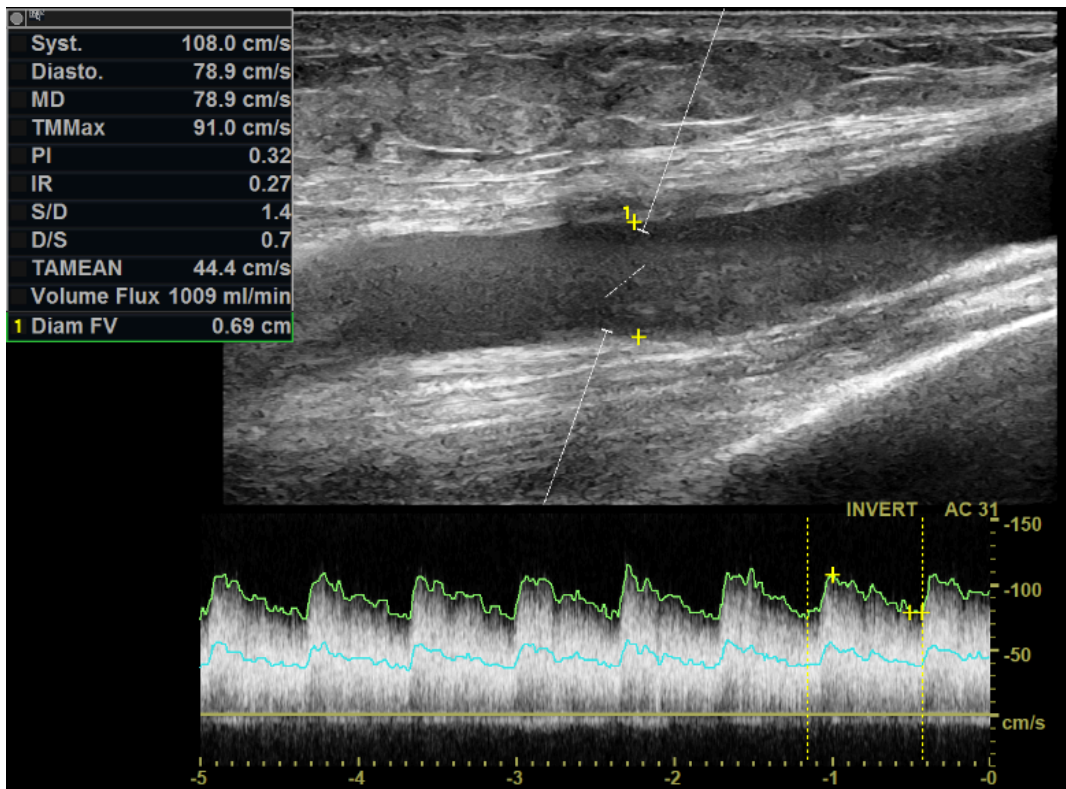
Doppler pulsé montre une augmentation du débit à 1009ml/min
